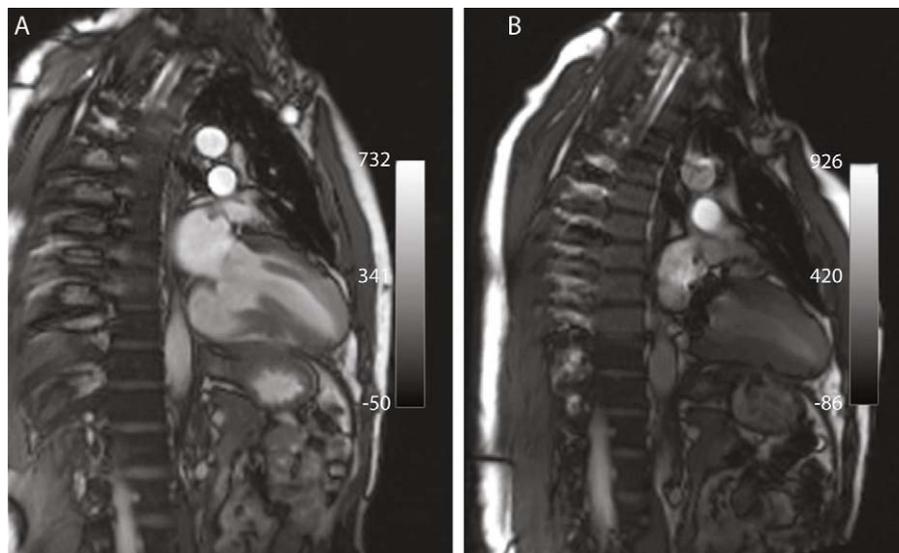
RMN, eixo longo vertical: Um aneurisma enorme de parede fina é claramente evidente no segmento basal da parede inferior (A). O aneurisma já não é visualizado (B), de notar o artefacto causado pela prótese mitral.
